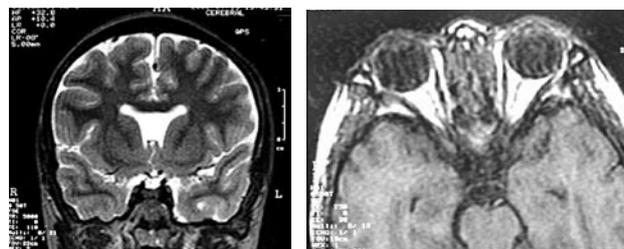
RMN, Corte axial en T1. Aspecto de la ausencia de cavum septum pellucidum.
